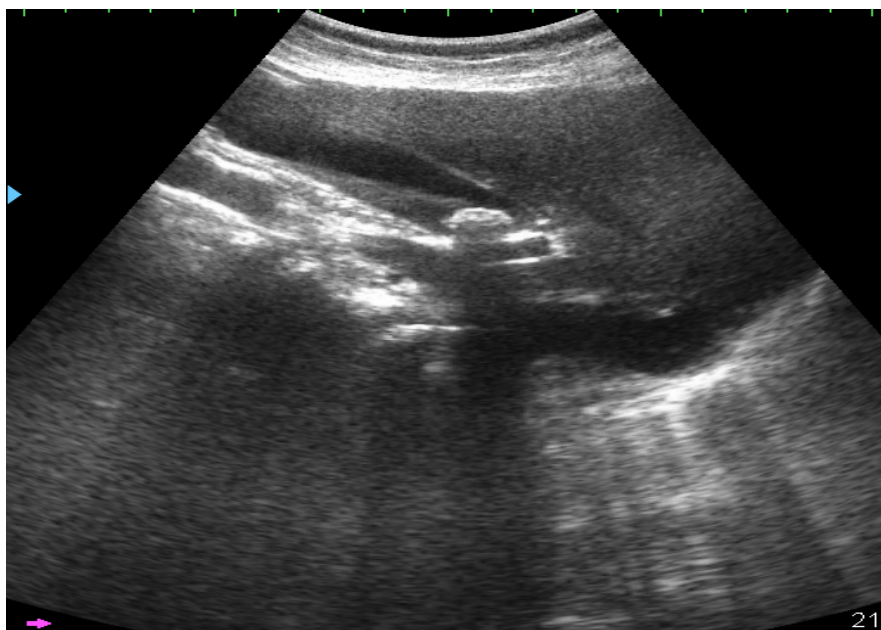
УЗИ. Раздвоение контура ЖП
